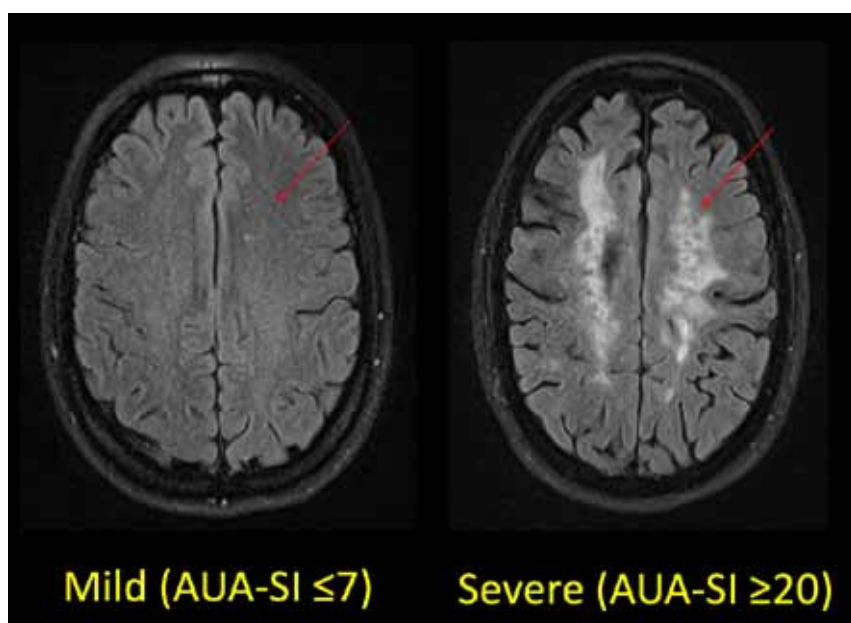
IRM representativa del volumen de la placa en LFI en pacientes con síntomas urinarios leves y severos.
